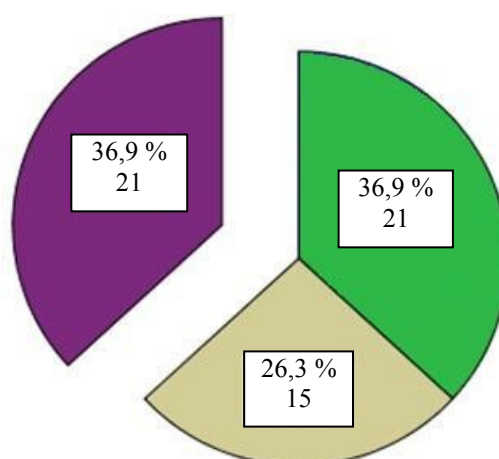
Anteil der Patienten mit inkompatiblen TK-Transfusionen an allen Patienten mit gemeldetem Transfusionszwischenfall, grün=Inkompatible TK-Transfusion am gleichen Tag, braun=Inkompatible TK-Transfusion nur im Voraus (24h – 14 Monate), violett=keine inkompatible TK-Transfusion bekannt
